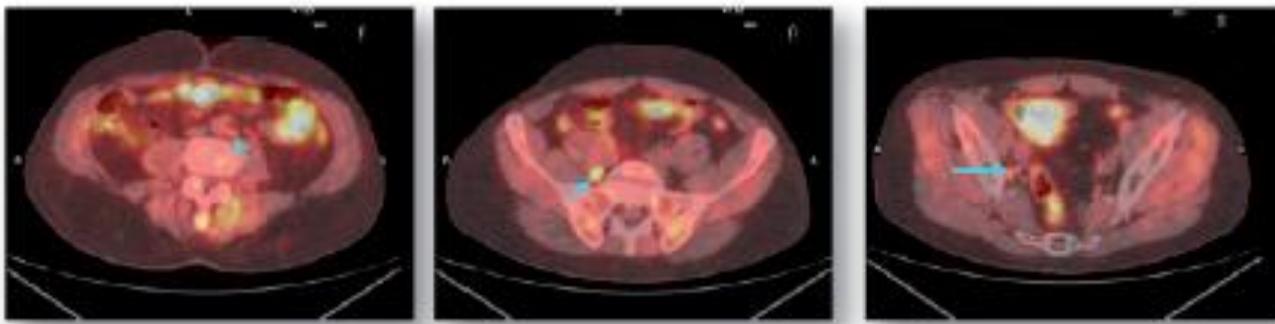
Axial images of a ¹⁸F-choline PET/CT scan in a 72 year old man with prostate cancer, initially treated with radical prostatectomy, followed by RT. Later, the patient showed evidence of biochemical recurrence of the disease with a PSA of 3.15 ng/mL. The arrows point to the left lower paraaortic and two right common iliac nodes, representing metastatic lesions. The size of the second smaller right common iliac node (right image) was 0.8 cm × 0.6 cm with an SUV_{max} of 1.7.
